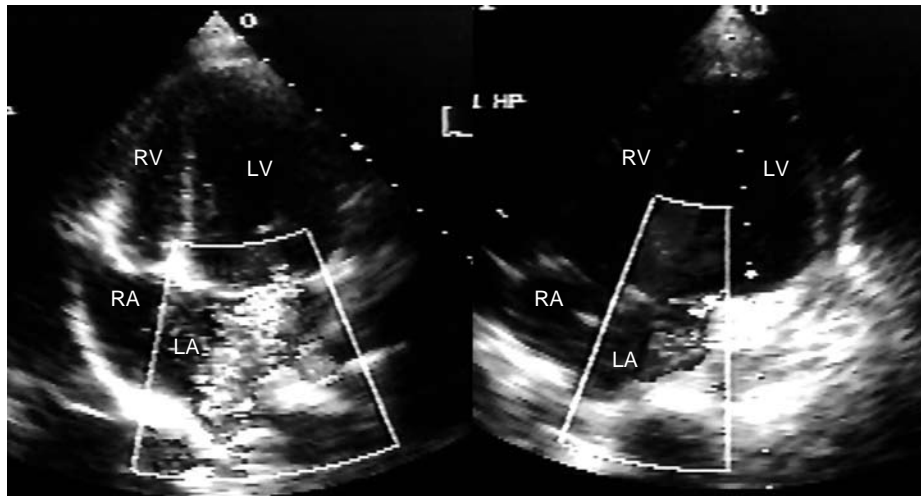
a: Preoperative echocardiogram (4-chamber view) shows severe MR and LV/LA enlargement and atrial septum bulging into RA. b: Postoperative echocardiogram shows mild MR and improvement of LV/LA enlargement and bulging of the atrial septum. MR: mitral regurgitation, LV: left ventricle, LA: left atrium, RA: right atrium, RV: right ventricle
